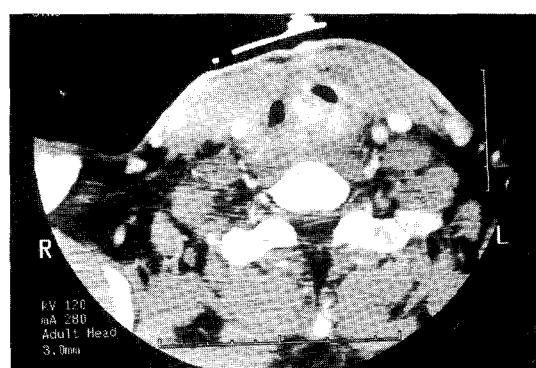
Preoperative CT finding(II). This is CT films after operation (bebulking and tracheostomy) at the Department of GS, and show considerable residual mass in the trachea(Table 11, Case No. 9).
